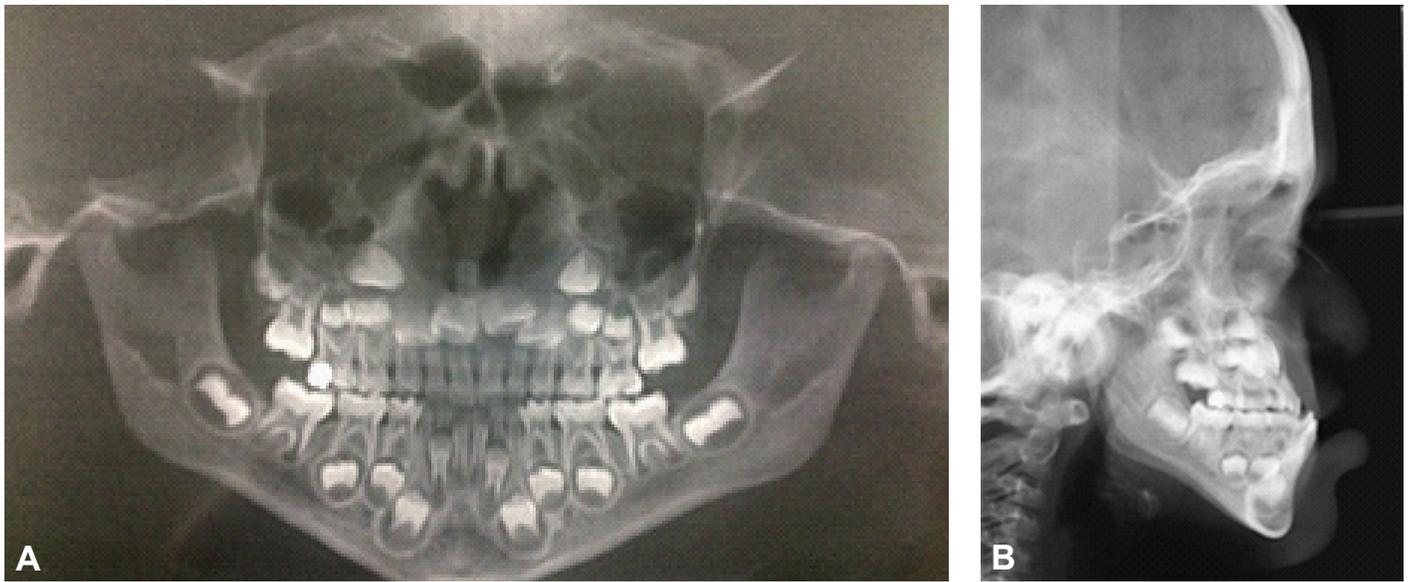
A. Radiografía panorámica. Cóndilos aparentemente erosionados, radiopacidades en senos paranasales y el tamaño de cuerpo mandibular izquierdo esta levemente aumentado; B. Radiografía de perfil con maxilar retrognatico y una mandibula prognática. El desarrollo de la rama es escaso.
